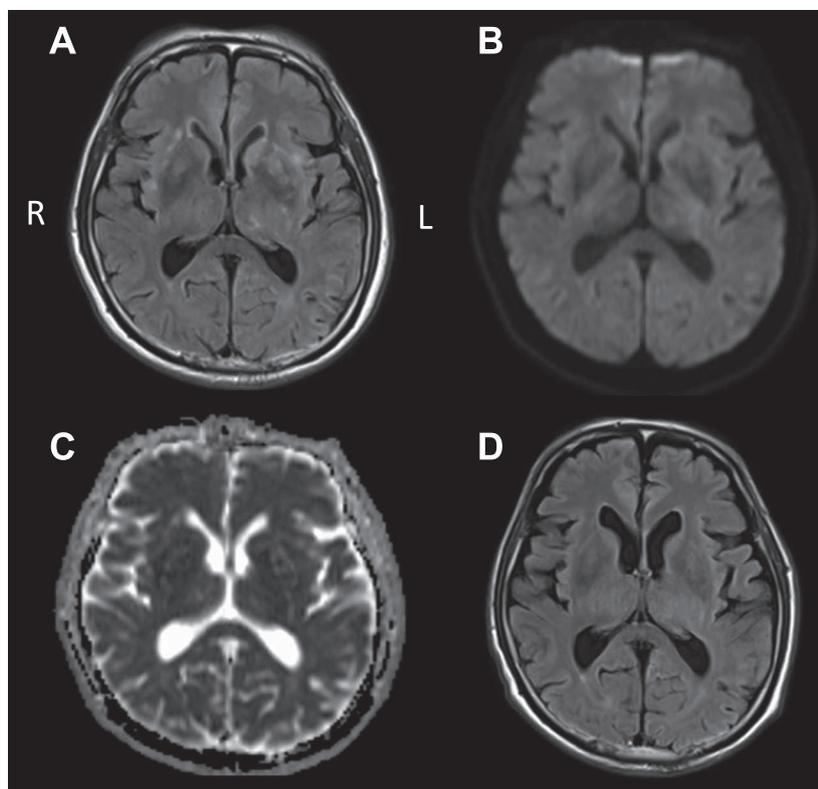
MRI findings before and after immunological therapy.
